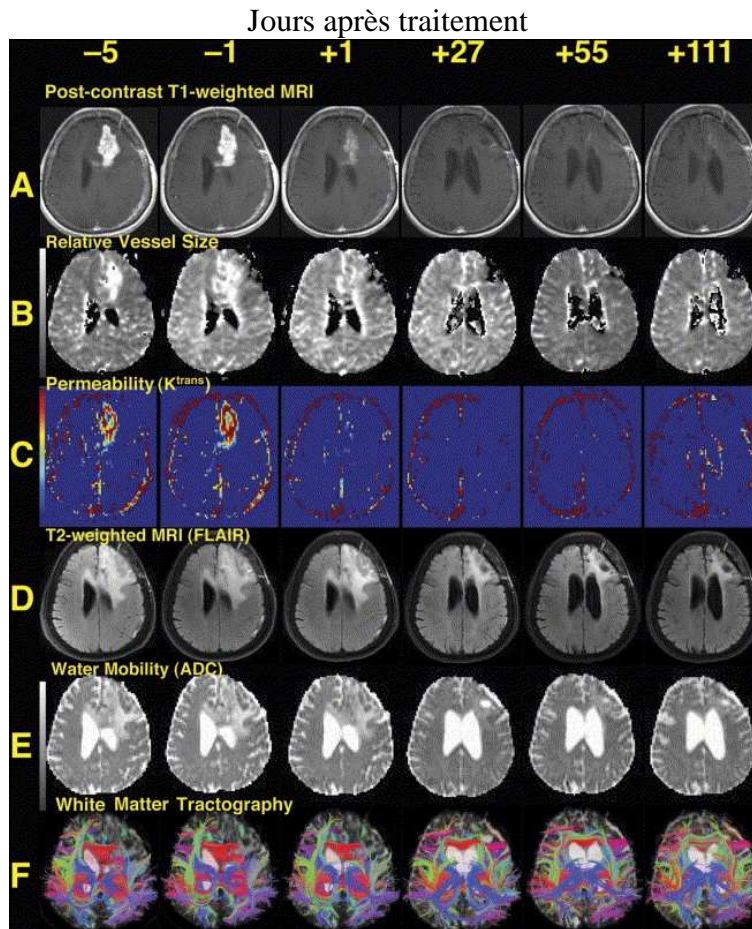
III-5 : Exemple clinique de caractérisation par IRM multiparamétrique de la réponse d'une tumeur cérébrale à un traitement chimique. On notera la rapidité de la réponse au niveau perméabilité vasculaire (C) par rapport à la réponse "anatomique" (D). D'après ⁹Batchelor, T.T. *et al.* 2007.
